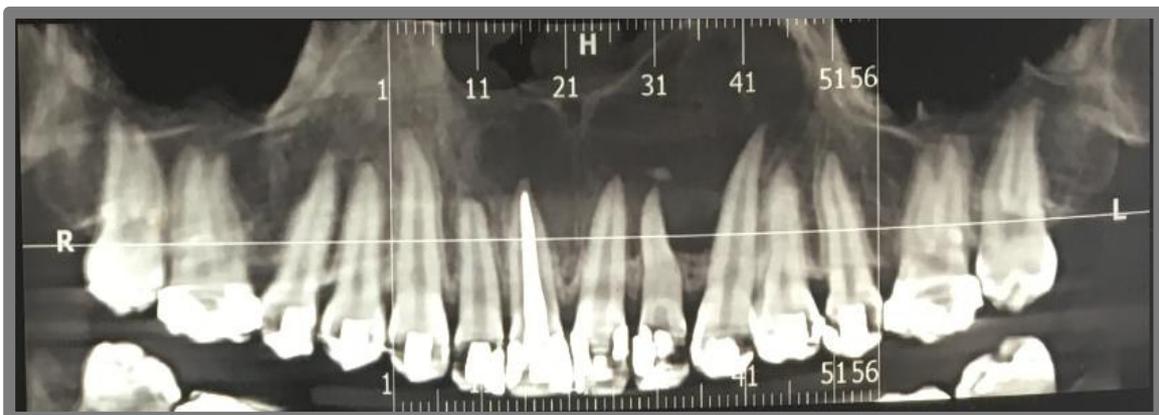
Tomografia – reconstrução panorâmica. Extensa lesão cística, acometendo a maxila esquerda.
